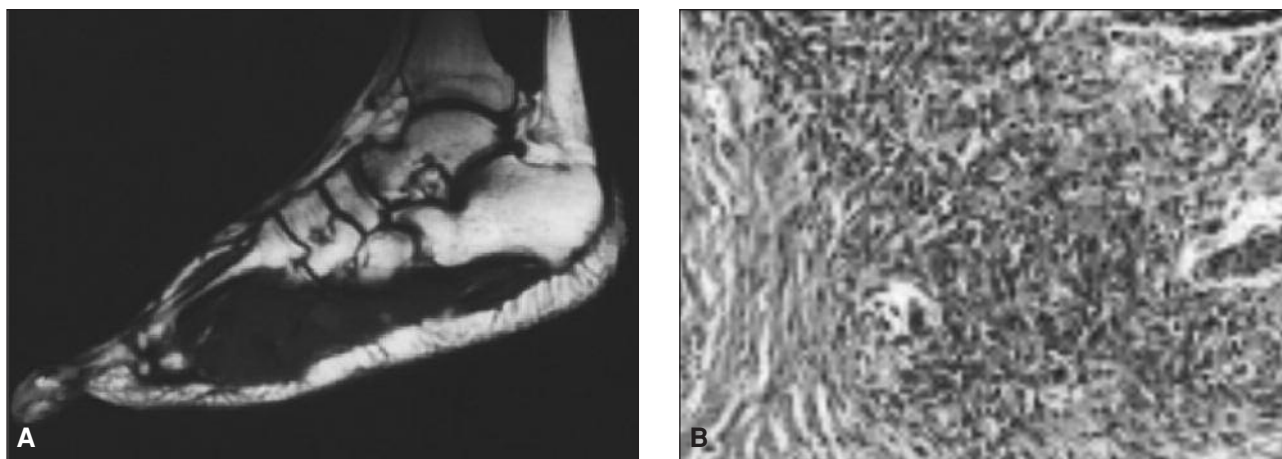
A y B. Sarcoma sinovial. RM y estudio histopatológico.
